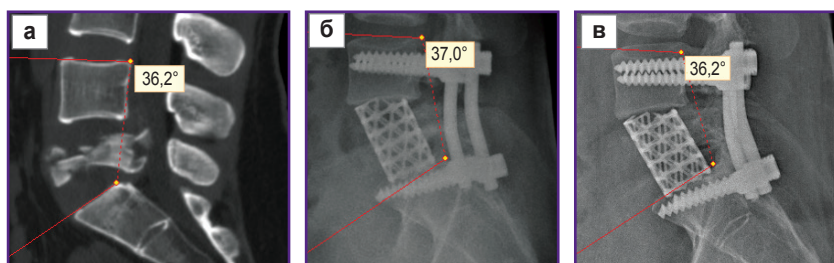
КТ и рентгенография больного П., 29 лет:
